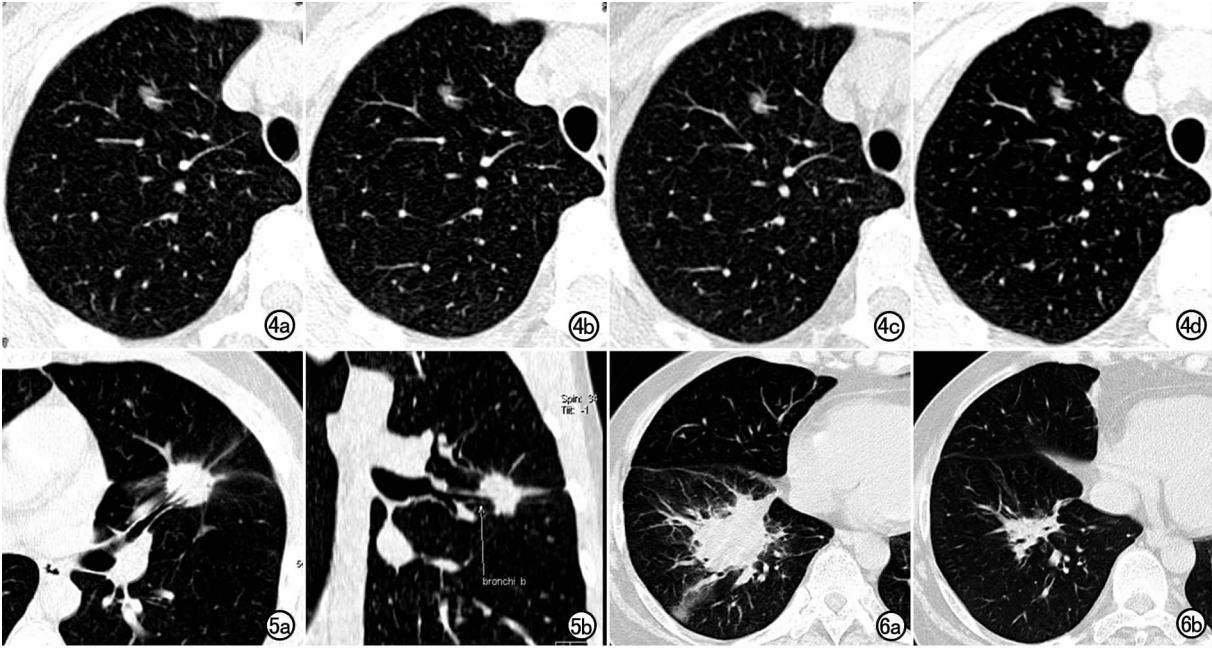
基线筛查。a) CT 示右肺上叶 12.0 mm×7.0 mm 非实性结节,属于半阳性结果; b) 1 年后复查示结节大小和密度未见变化; c) 2 年后复查示结节大小和密度未见变化; d) 12 年后复查示结节大小和密度未见变化。
